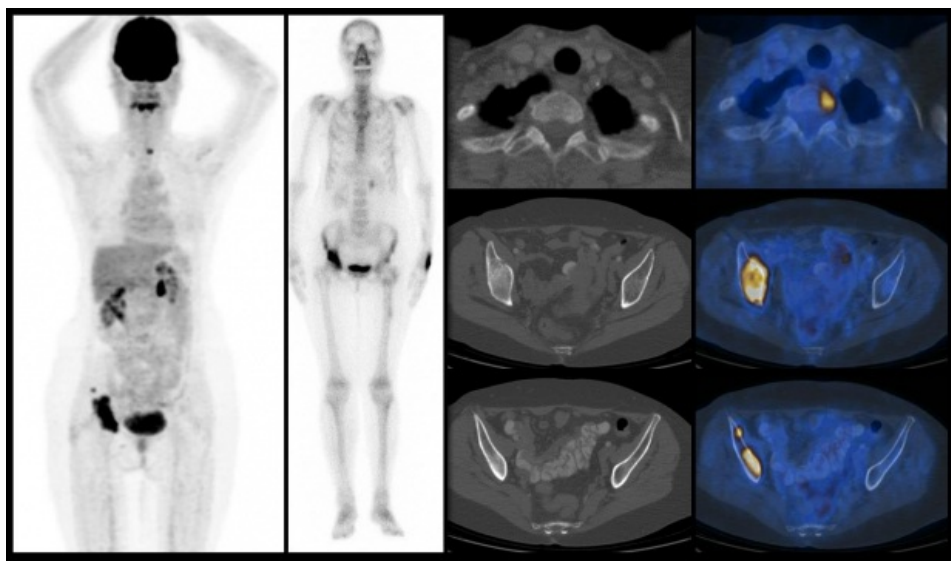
Paciente de 62 años cáncer de mama de 18 años de evolución, que presenta lesiones blásticas hipermetabólicas en articulación coxofemoral derecha, las que además expresan incremento intenso en la actividad osteoneogénica (imágenes de la izquierda, PET y gammagrama óseo respectivamente). Sin embargo, el estudio PET-CT con FDG también evidencia zonas focales de incremento metabólico en cuerpo vertebral de T2 e íliaco derecho, (columna de la derecha) que no muestran cambios morfológicos y no son identificadas en el rastreo óseo con MDP.
